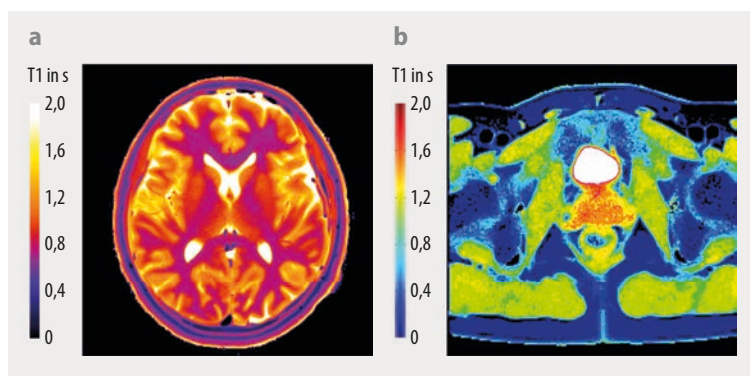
Die quantitative Kartierung der T1-Relaxationszeit (Echtzeit-MRT nach Inversion der Magnetisierung) erfordert eine Gesamtmesszeit von vier Sekunden und zeigt einmal das Gehirn mit grauer und weißer Hirnsubstanz (a, T1 von etwa 1,3 bzw. 0,8 Sekunden) und einmal die Prostata (b, T1 etwa 1,5 Sekunden). Besonders lange T1-Relaxationszeiten von mehr als zwei Sekunden (weiß) ergeben sich für die Flüssigkeiten in den Hirnkammern und in der Blase.
